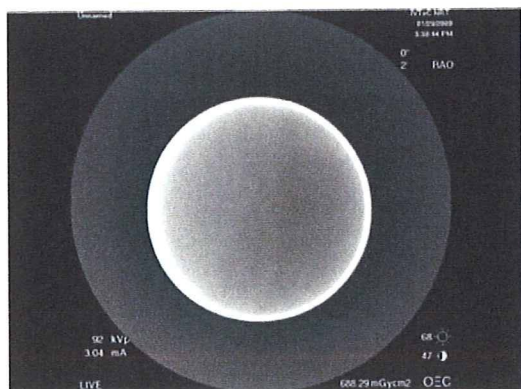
X線透視画像(40A 通電、キャンセル無)
